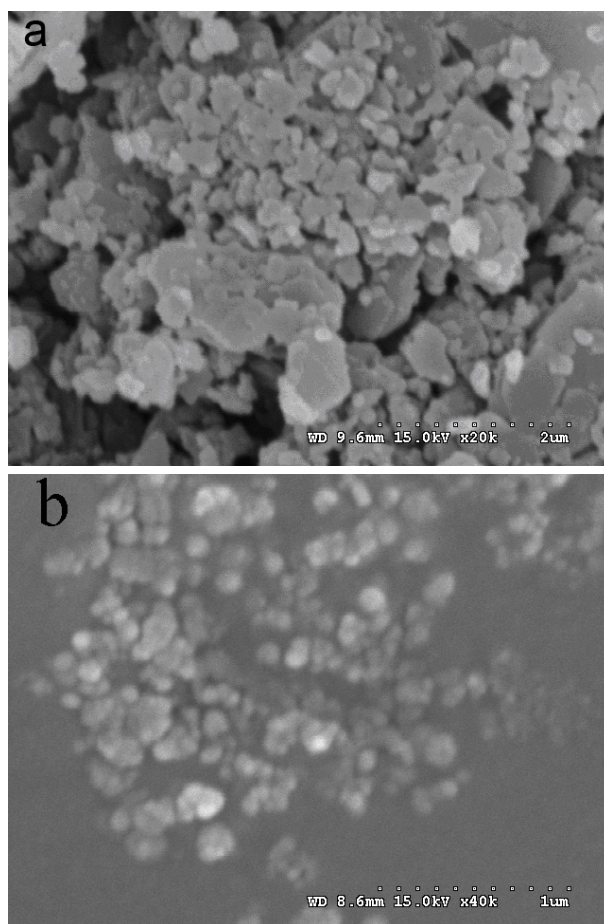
SEM of flumetsulam powder prepared by injecting 0.2 g·mL<sup>-1</sup> flumetsulam/DMF under 0.2 kw ultrasound into: (a),0.005 mg·mL<sup>-1</sup> PVP solution(pH=2.5); (b),0.05 mg·mL<sup>-1</sup> PVP solution(pH=2.5).
